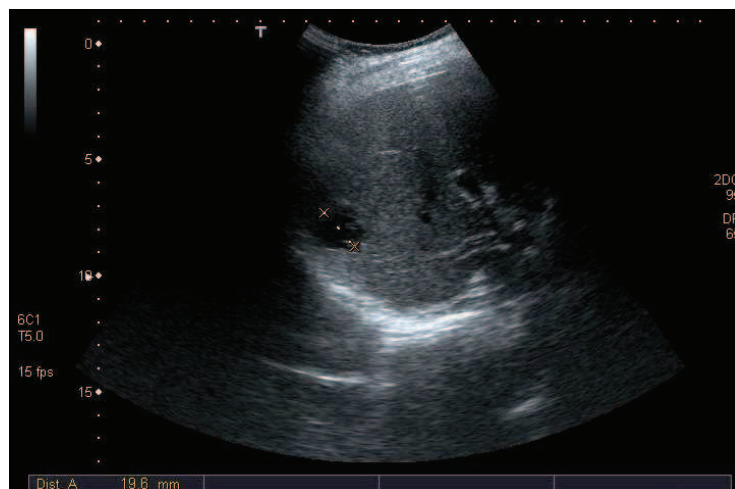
Kyste hépatique d'aspect échographique typique.
